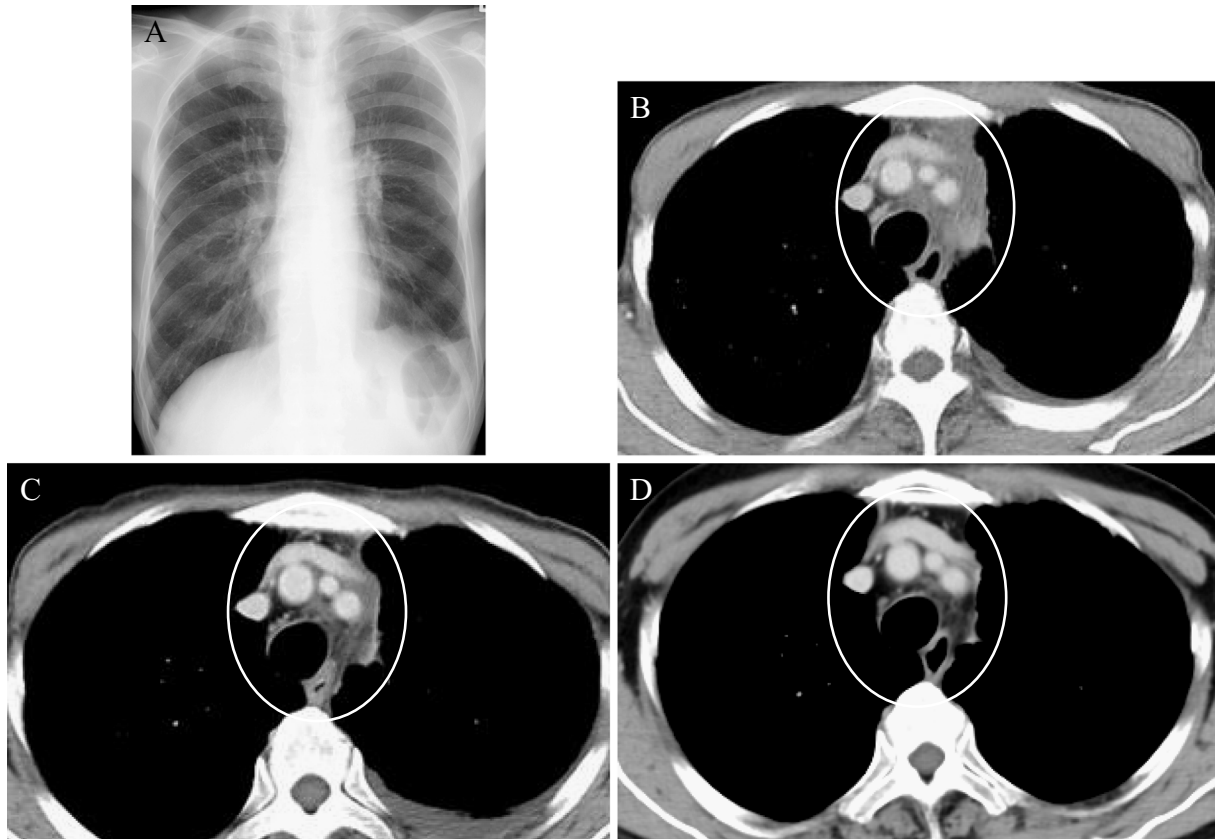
A. Chest X-ray on admission. B-D. Changes in the size of the mediastinal lymph nodes swelling from nivolumab treatment. B. Mediastinal lymph node swelling after 4 cycles of nivolumab (June 2016). C. The decrease in the size of the mediastinal lymph nodes after 5 cycles of nivolumab (July 2016). D. The further decrease in size of the mediastinal lymph nodes after 24 months of nivolumab treatment (July 2018).
